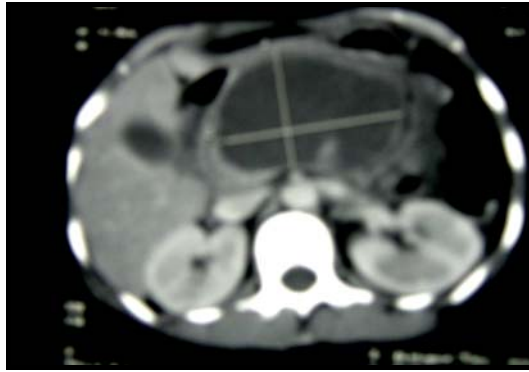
Aspect scannographique d'un faux kyste du pancréas compliquant une PA. Il a disparu spontanément après un mois d'évolution sur le contrôle échographique.
